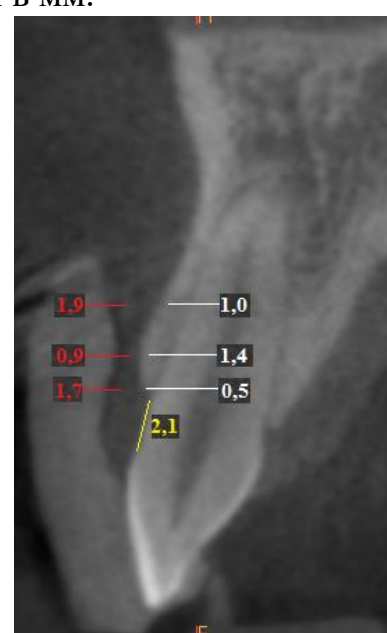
КТ поперечных срезов зубов 1.3 (слева) и 2.2 (справа). Измерение толщины наружной кортикальной пластинки (белые линии), кератенизированной десны (красные линии) и расстояния от эмалево-цементного соединения до вершины наружной кортикальной пластинки (желтая линия). Результаты в мм.
